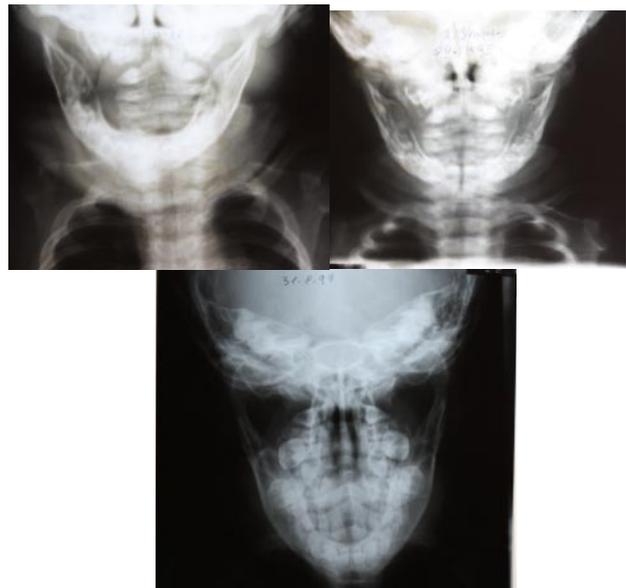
Radiografia pósterio-anterior, demonstrando consolidação óssea satisfatória da fratura de mandíbula. Superior direita: 70 dias de acompanhamento; Superior esquerda: 6 meses de acompanhamento; Inferior direita: 4 anos de acompanhamento.
